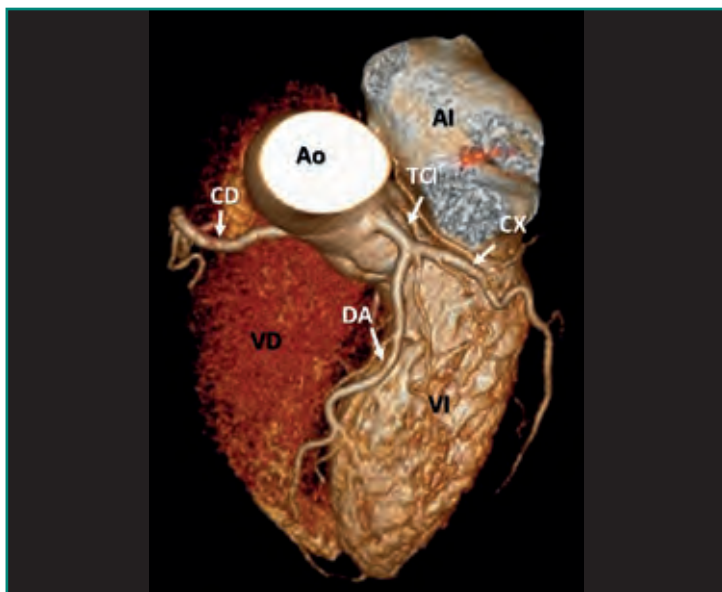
Reconstrucción 3D de una cardio-TC. Recuerdo anatómico de las arterias coronarias.
